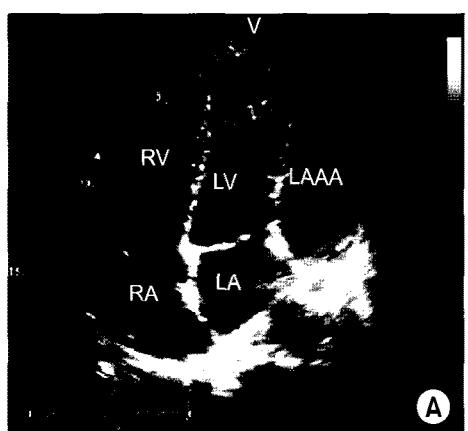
Transthoracic echocardiogram in the apical four-chamber view revealed a left atrial appendage aneurysm compressing the left ventricle (A). Chest computed tomography showed the left atrial appendage aneurysm with wide neck (B). LAAA=Left atrial appendage aneurysm; LV=Left ventricle; LA=Left atrium; RV=Right ventricle; RA=Right atrium; Ao=Aorta; PA=Pulmonary artery.
